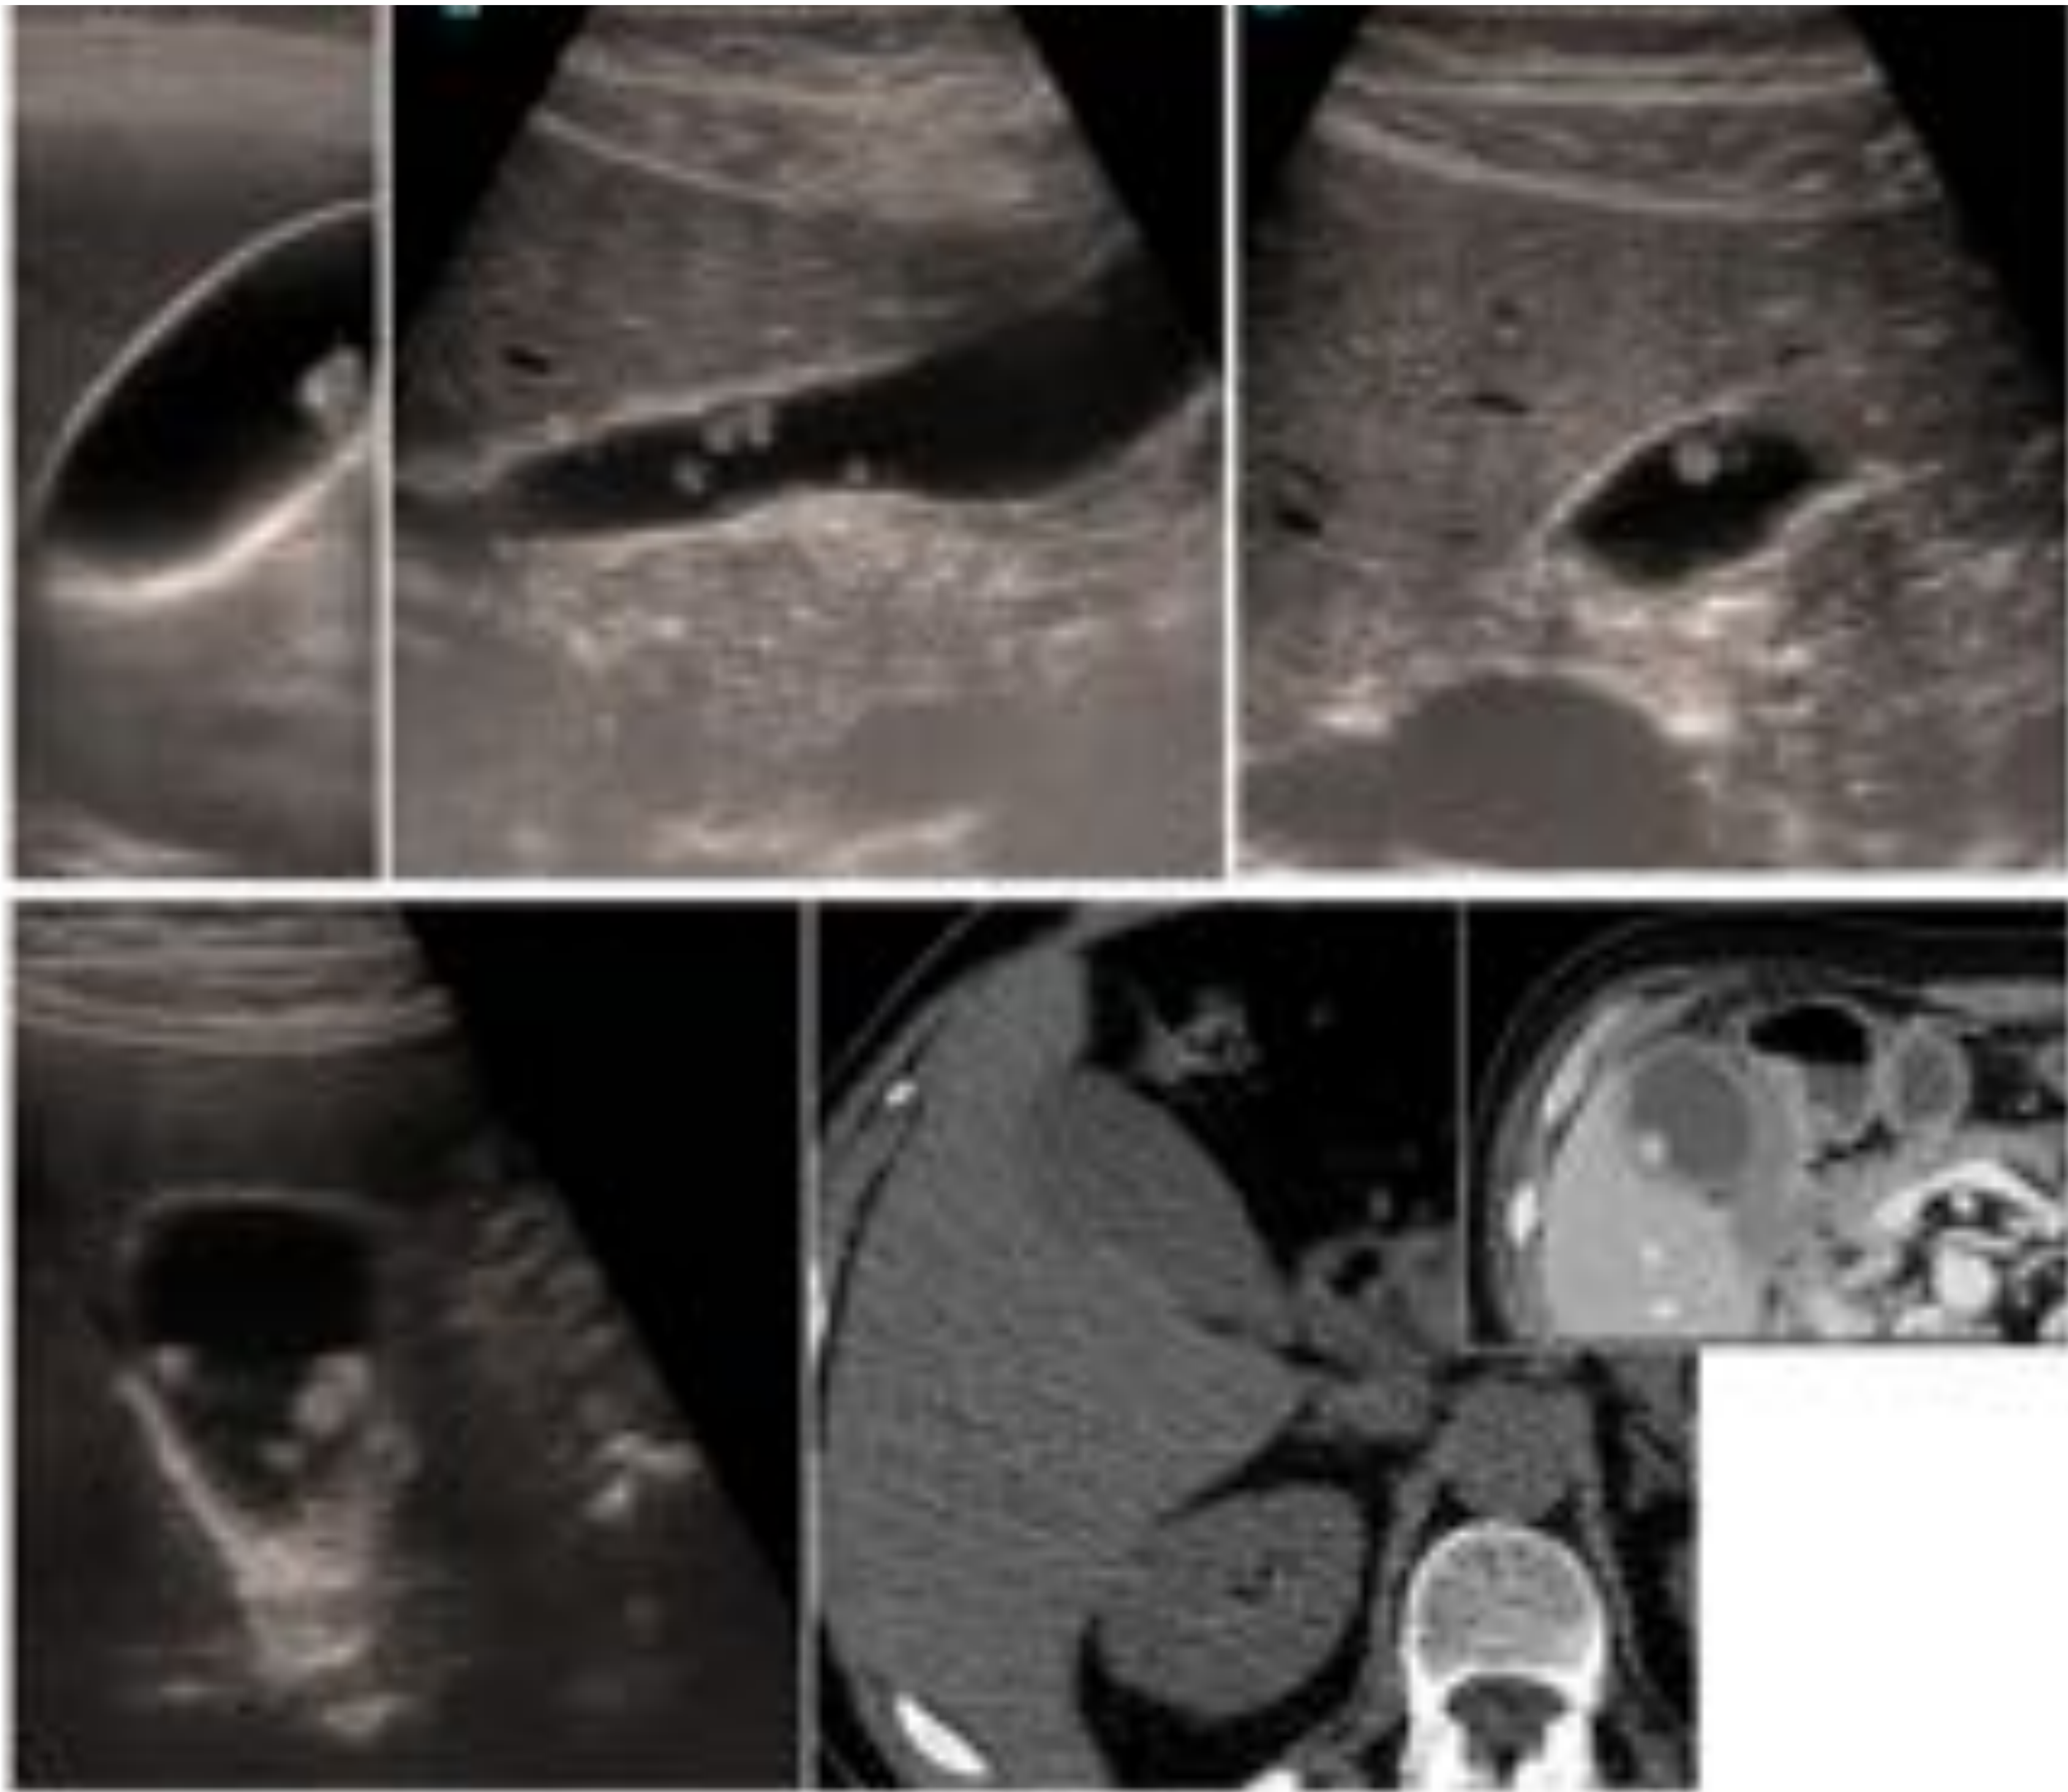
Pólipos de colesterol. Ecografía muestra múltiples lesiones sólidas hiperecogénicas, adheridas a la pared, no móviles. En TC sin contraste no se detectan
